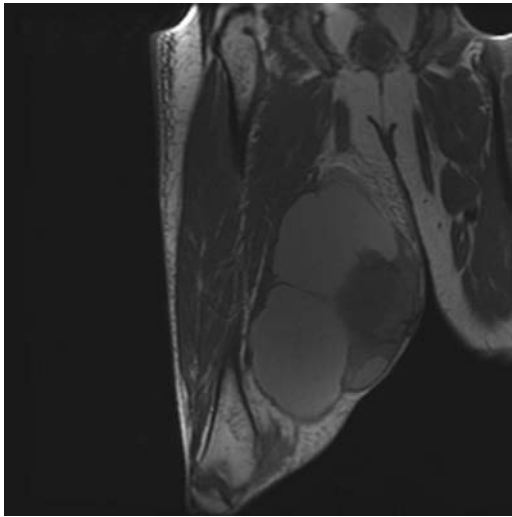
Varón de 62 años de edad que acudió a valoración por dolor en el muslo derecho. La resonancia magnética nuclear demostró un sarcoma de alta malignidad de 20 cm de diámetro en el compartimiento medial.
